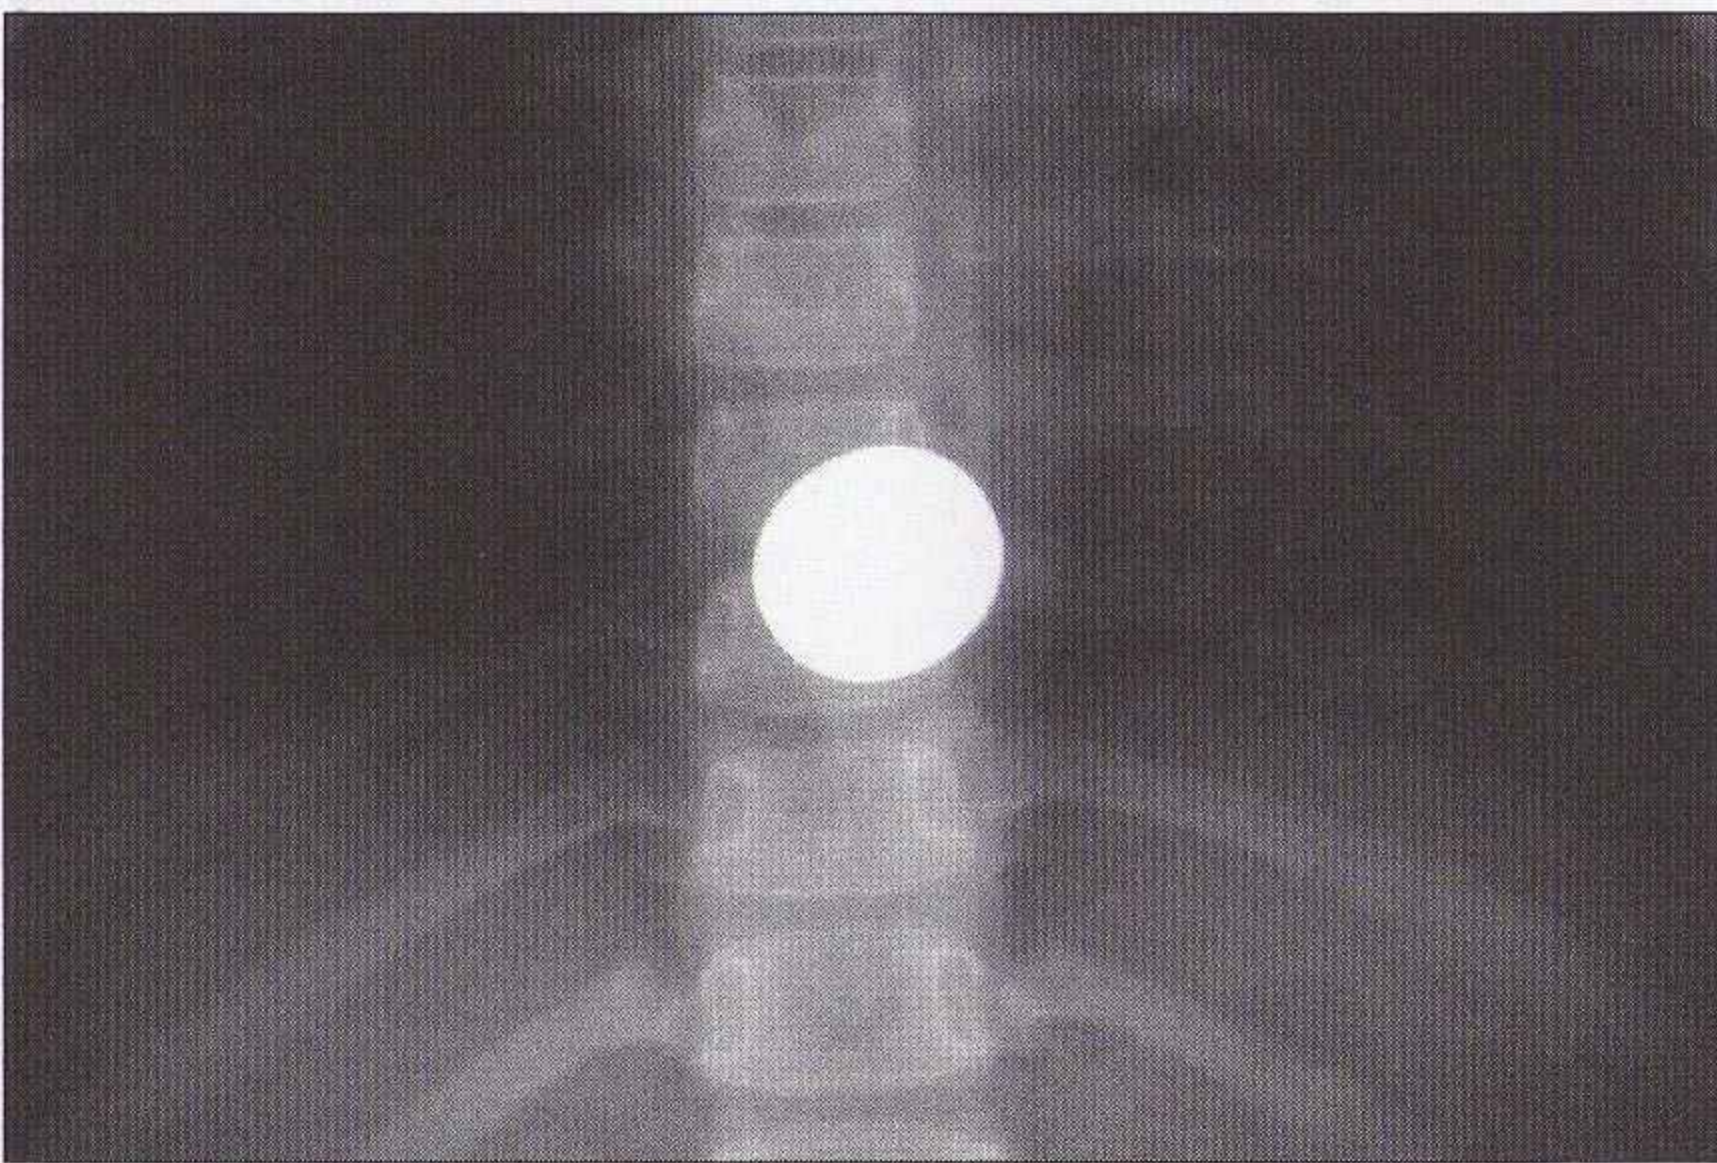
Pièces avalées : la radiographie du thorax est toujours nécessaire (deux patients différents). La pièce peut se bloquer au niveau cervical, à hauteur de la crosse aortique ou dans l'œsophage inférieur. Rarement, la pièce reste bloquée et va éroder la muqueuse. Chez le jeune enfant, le cou doit toujours être visible sur la radiographie du thorax de face antéropostérieure.
